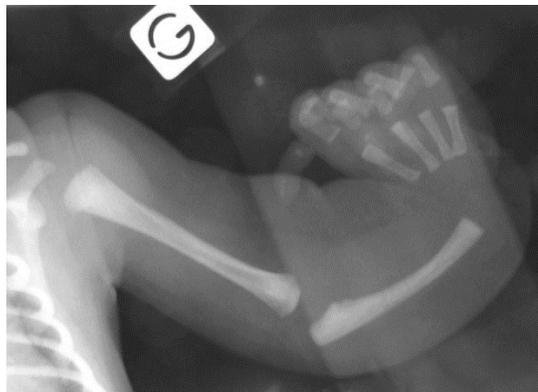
radiographie de l'avant-bras montrant une absence complète de radius
